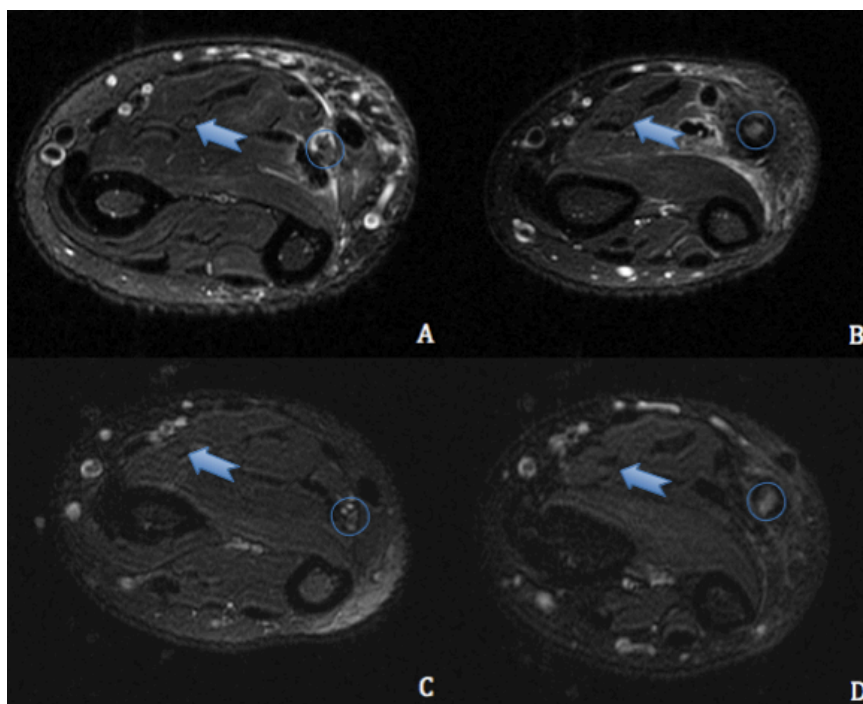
Exame de RM-1,5T em T2-weighted, cortes axiais paciente 1.: A/C coto proximal (15 mm da linha de sutura) no 14º dia de pós-operatório (PO) (A) e 50º dia de PO (C), B/D coto distal (15 mm da linha de sutura) no 14º dia de PO (B) e no 50º dia de PO (D). O círculo mostra o nervo ulnar; As setas mostram o nervo mediano.
